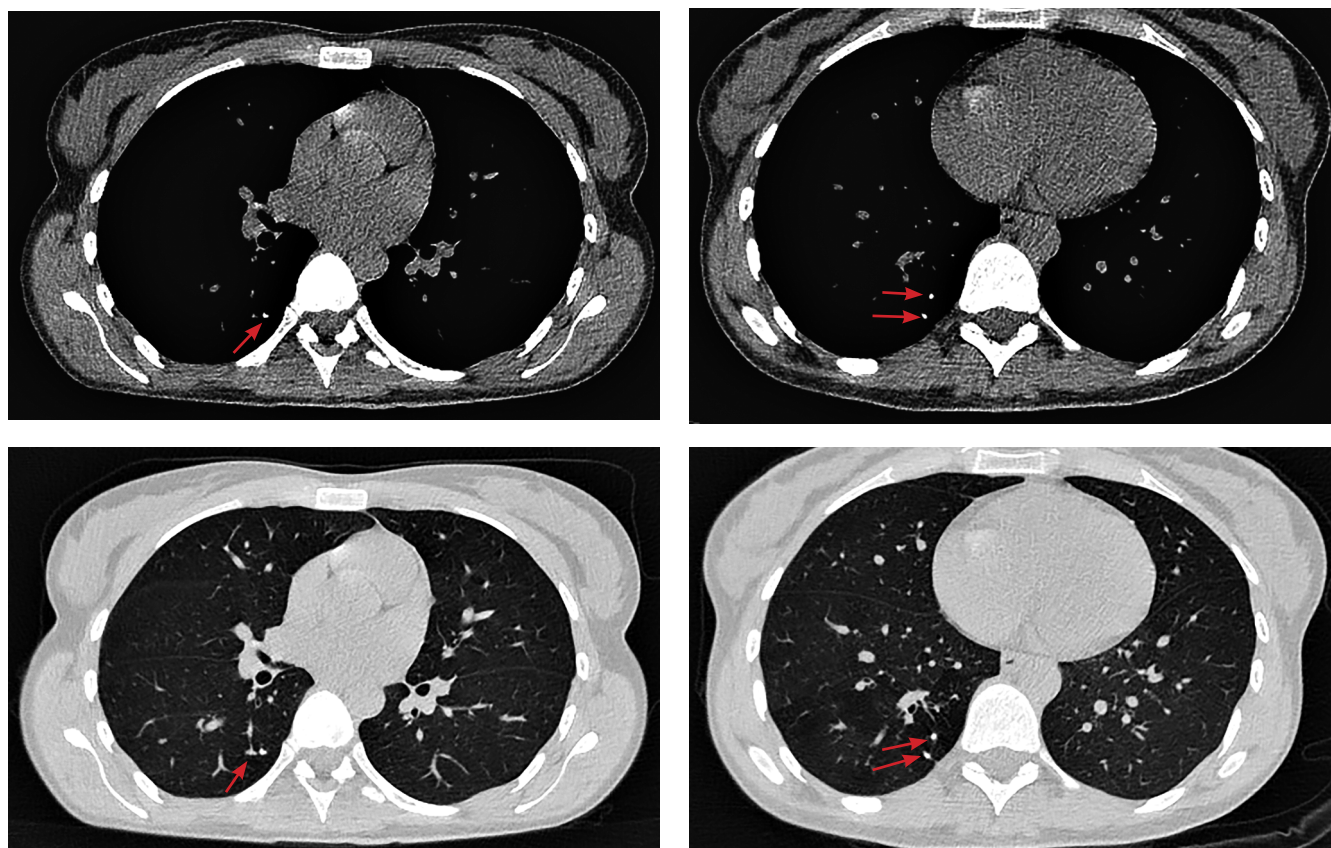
КТ ОГК от 2021 года, стрелками указаны кальцинаты (сверху мягкотканый режим, снизу легочный)
